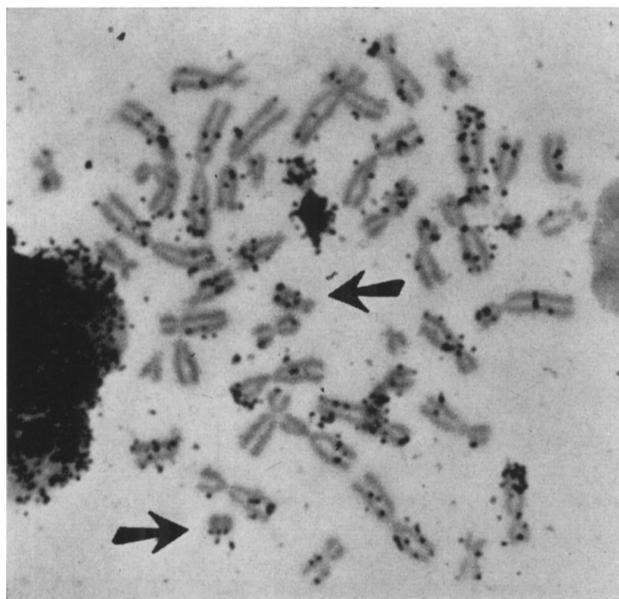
Immagine autoradiografica di una metafase: le frecce indicano il cromosoma ad anello ed il cromosoma 18 normale. Si noti la presenza di un « X caldo ».
